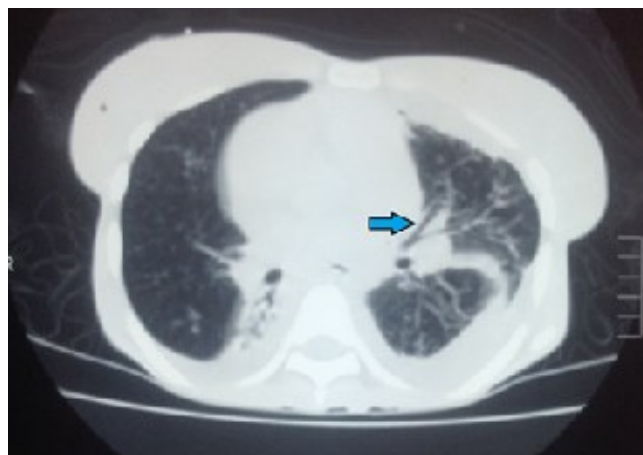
TDM thoracique.
